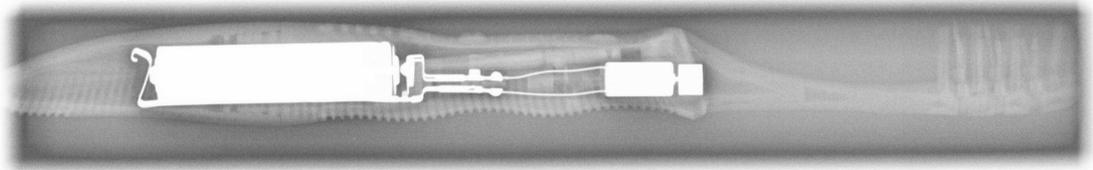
Oral-B Pulsar-Bürste, Röntgenaufnahme
